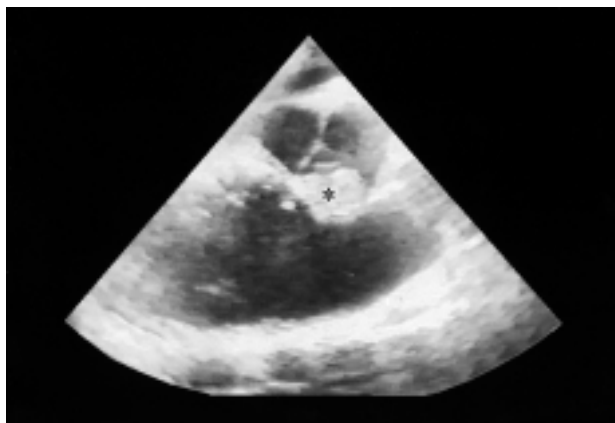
Ecocardiogramma transesofageo. Neoformazione in corrispondenza della cuspidè coronarica destra (asterisco) che occupa interamente il seno di Valsalva.
